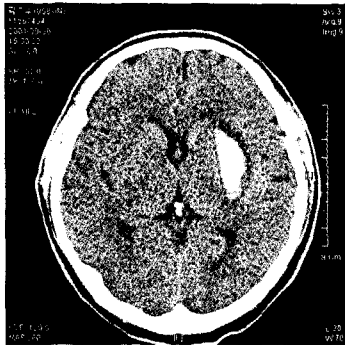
Brain-MRI(2001-9-26)
